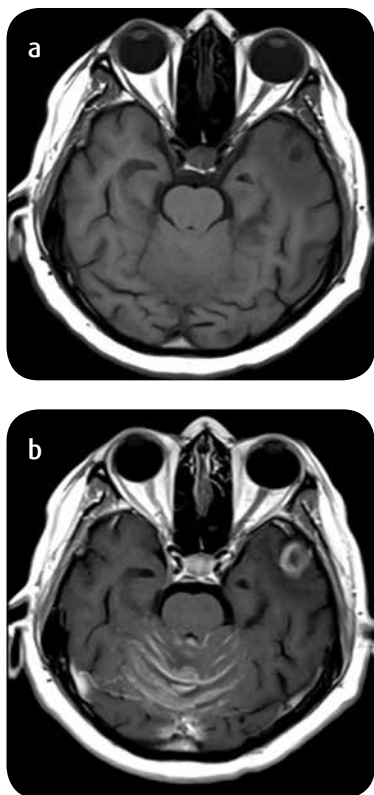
Metástasis de cáncer ductal infiltrante de mama y carcinomatosis leptomeníngeo. RM con información T1. a) Simple. b) Con medio de contraste: lesión nodular intraaxial temporal izquierda y realce leptomeníngeo liso y nodular.
